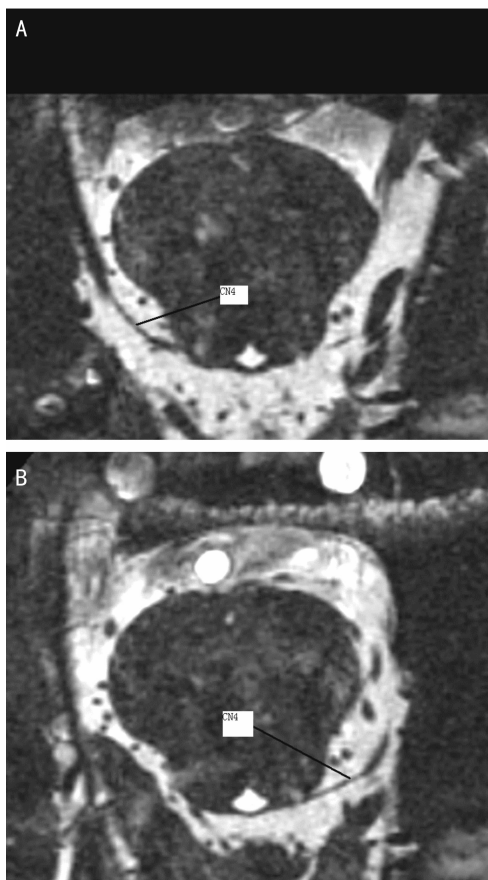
对照组中一正常男性脑池段 MRI 图像 A:横断图像,可见只有一侧的滑车神经得以显影;B:对图像数据进行多平面重组(MPR)后的斜横断面图像,可以清晰显示另一侧的滑车神经。
